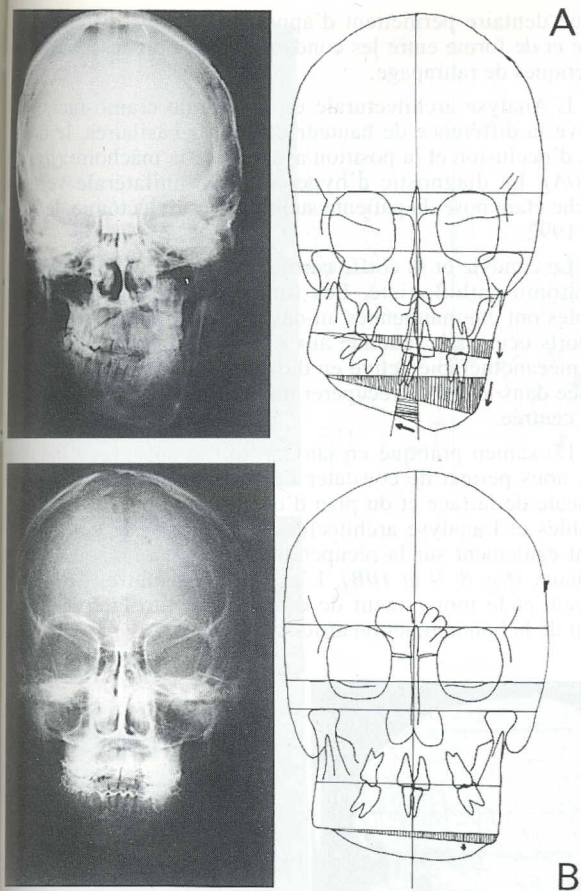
A : téléradiographie et analyse de face objectivant les différences verticales ; B : téléradiographie et analyse de face treize mois après condylectomie.
